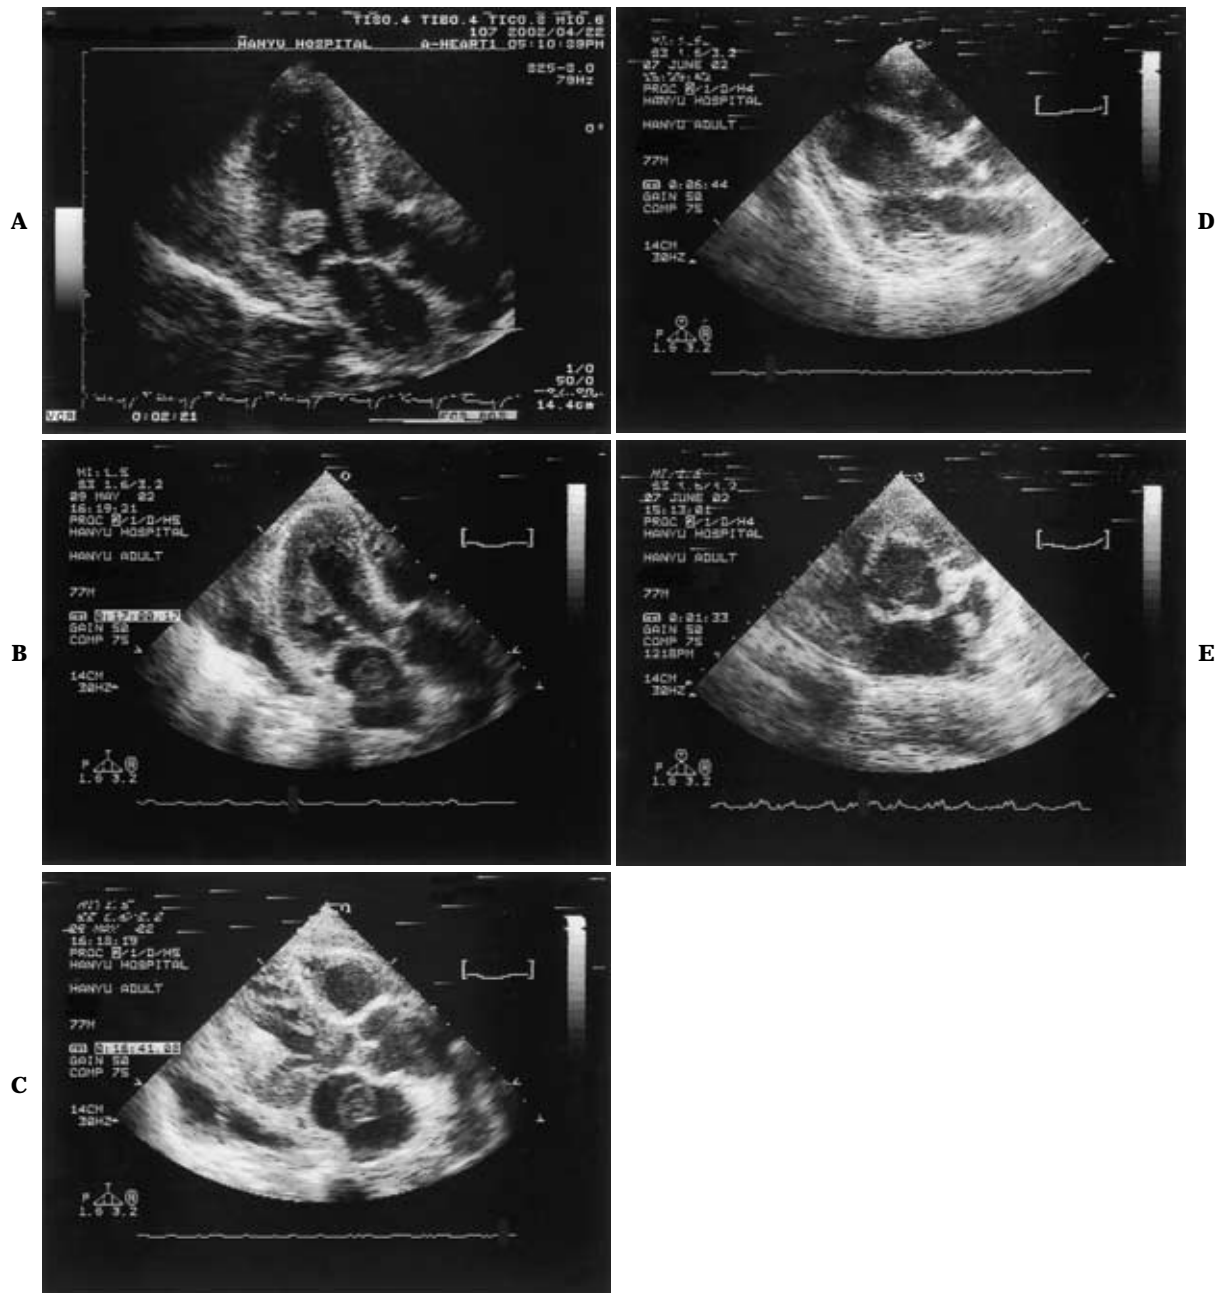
Echocardiography on admission (A), on the 21st day (B , C) and on the 50th day (D , E) A. A nodular lesion in the left ventricle. B. The tumor has become smaller in the left ventricle, with thickening of the inferior wall. C. A nodular lesion in the left atrium. D. The tumor disappears in the left ventricle and the appearance of the inferior wall normalizes. E. The left atrial tumor increases in echogenicity but not in size.
